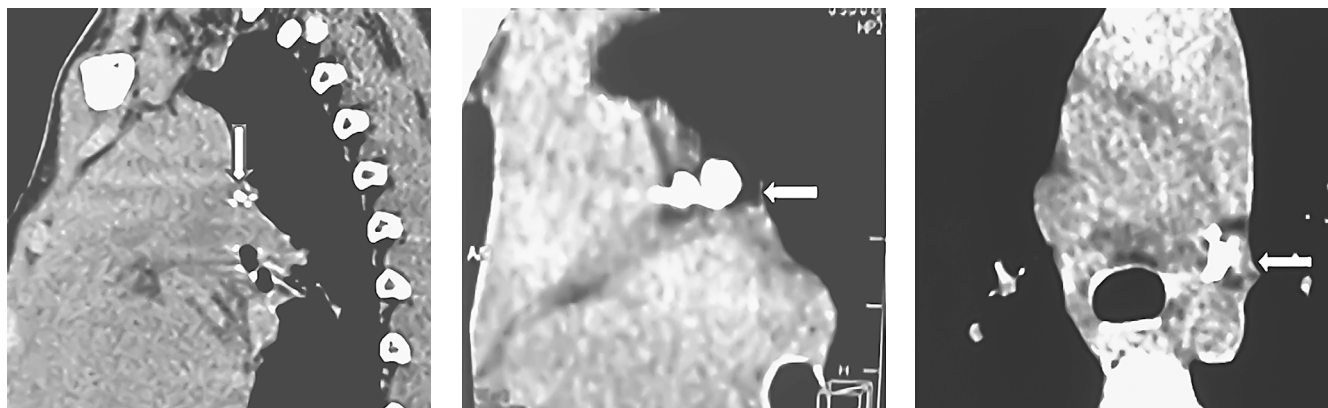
Компьютерная томограмма. Различные фрагменты уплотнения артериальной связки
